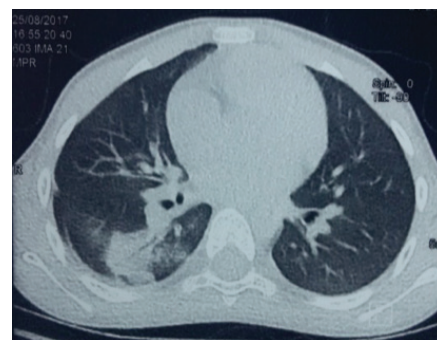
Tomografía Computarizada de tórax. Corte axial
